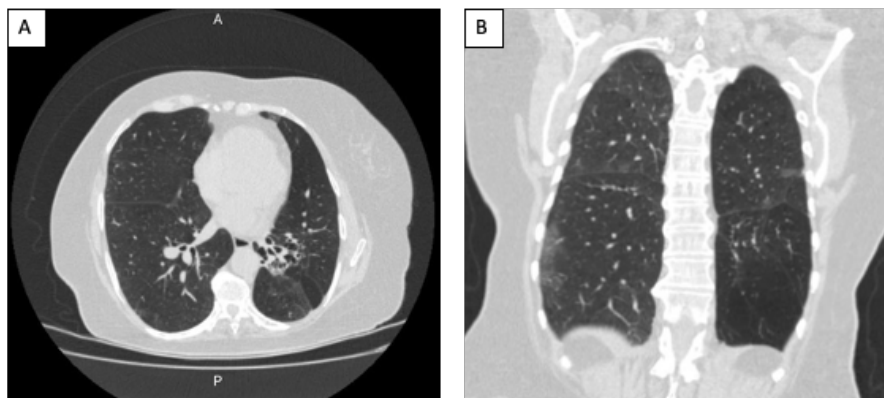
TC torácica de seguimiento A. vista axial. B. vista coronal. Sin infiltrados ni consolidaciones, sin derrame pleural; bandas pleuroparenquimatosas gruesas en relación con la atelectasia que afectan a ambos lóbulos inferiores y a la língula. Los episodios repetidos pueden provocar neumonía organizativa, depósito de colágeno en las vías respiratorias pequeñas y fibrosis pulmonar.
